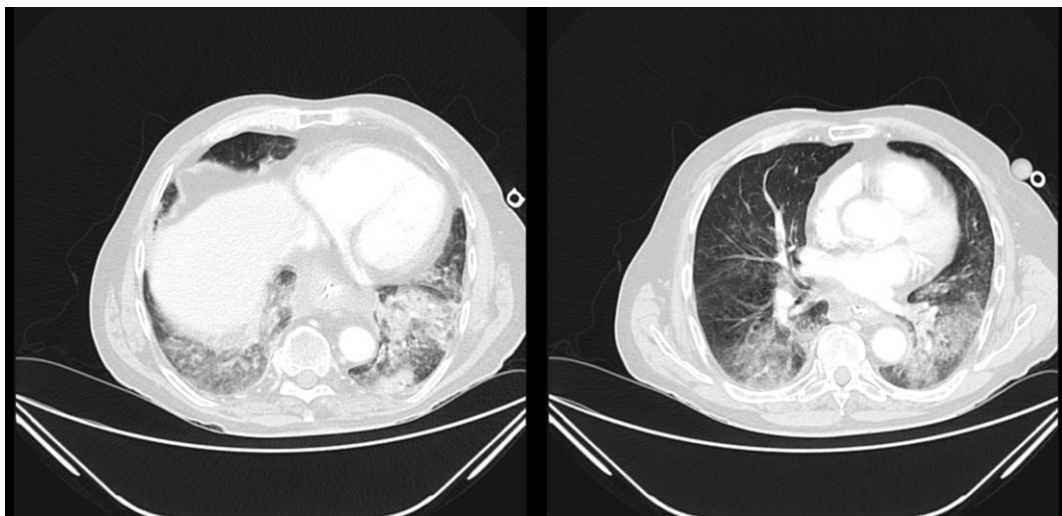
TAC torácico de Urgencias
